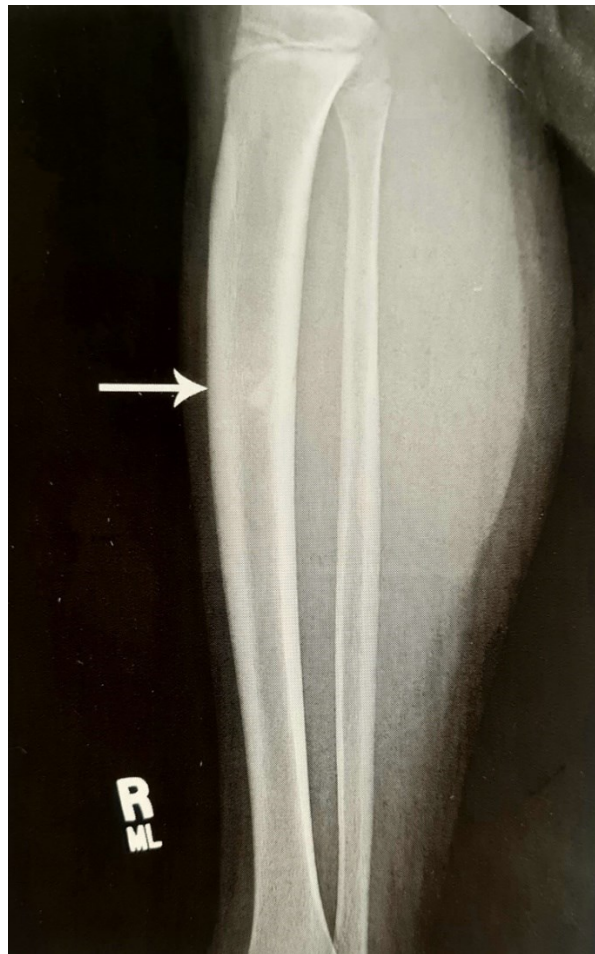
Röntgendarstellung eines Osteoidosteoms rechte Tibia (2)
